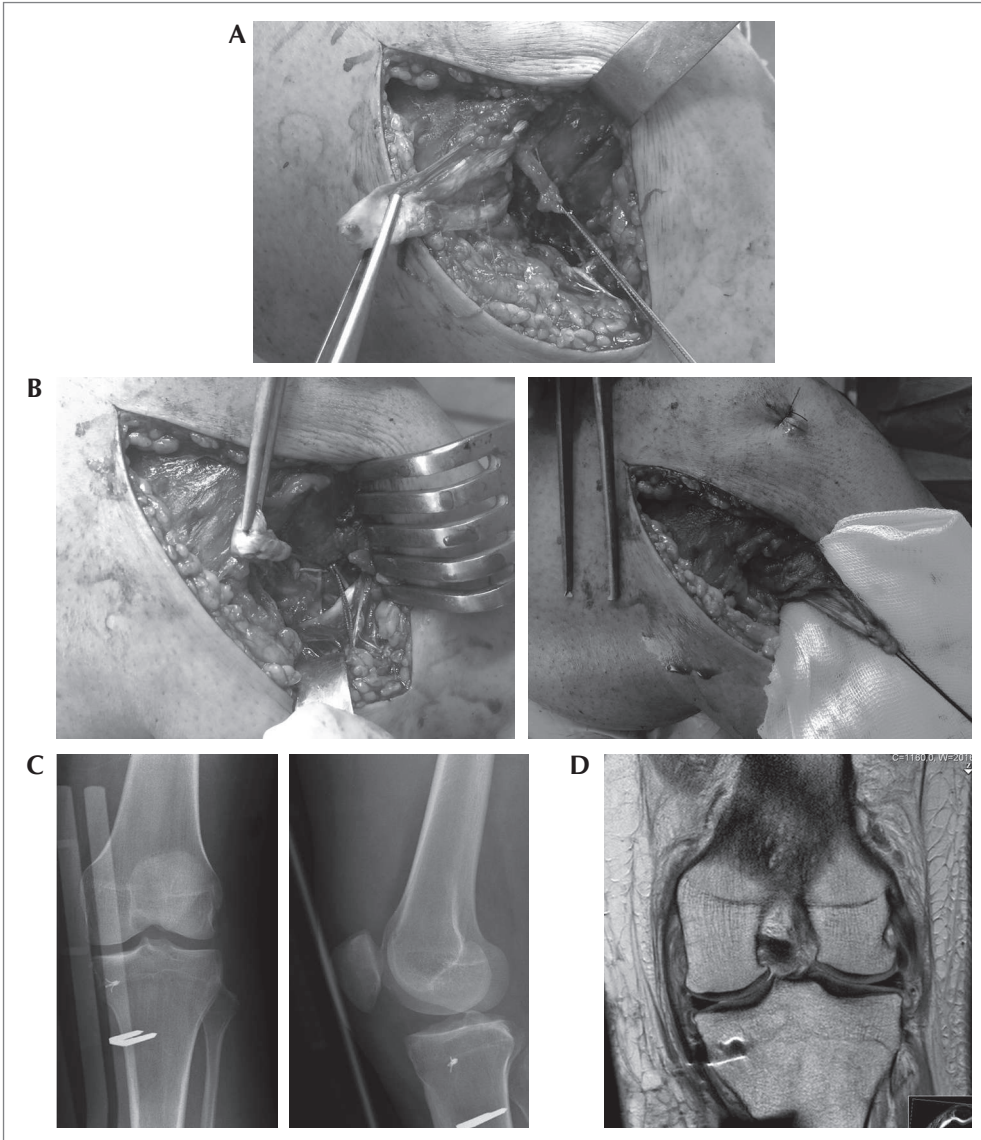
• A: Lesão tipo Stener do LCM; B: Pormenor da tunelização do LCM; C: e D: Radiografia e RM pós-operatórias. Ver figura a cores em extratexto.
